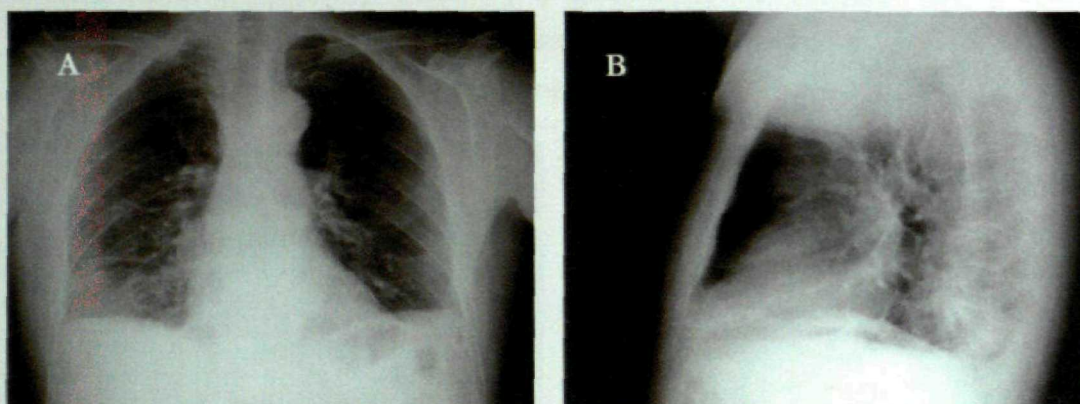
TEP Agudo con infarto pulmonar. A) Radiografía PA de Tórax con consolidación parenquimatosa de morfología triangular en LID; B) Radiografía Lateral que confirma la localización posterior de la consolidación así como su morfología triangular "Imagen de Joroba de Hampton"
